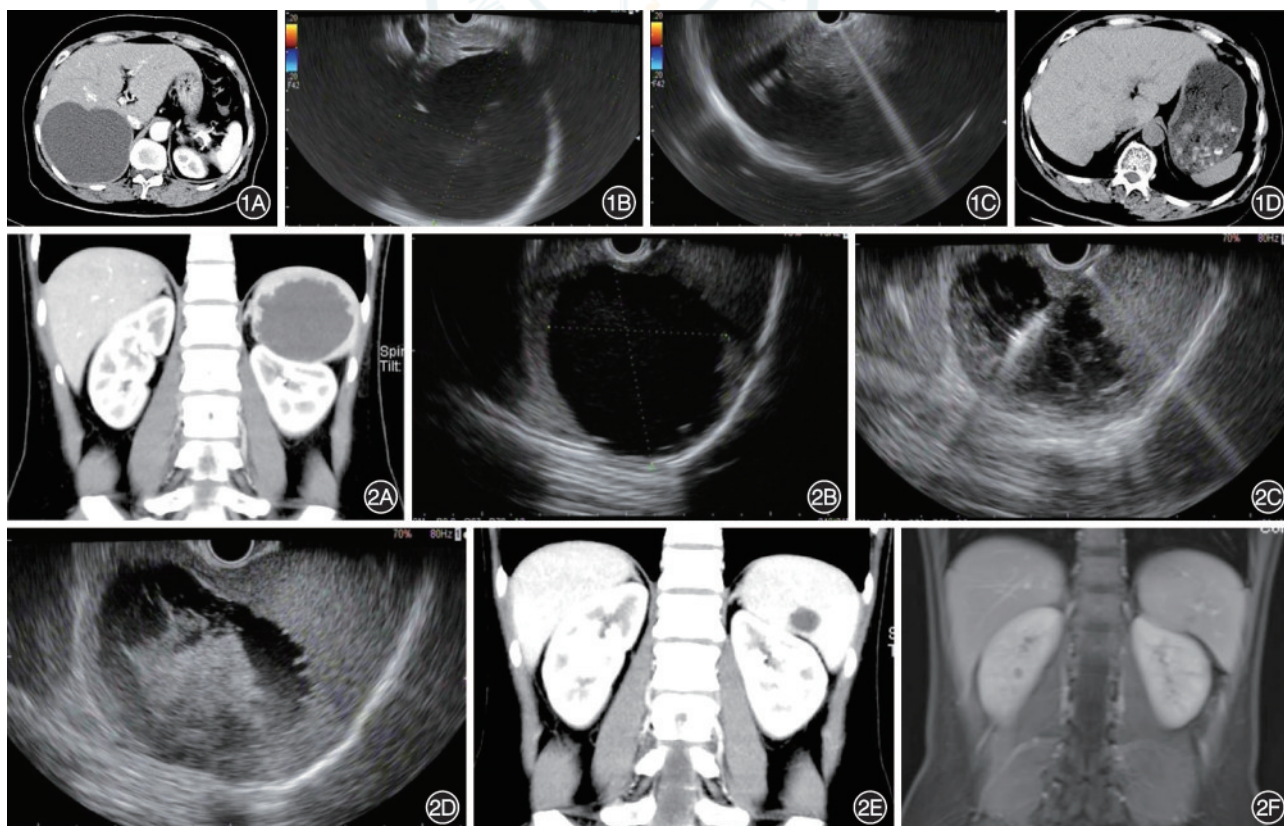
肝右叶囊肿的超声内镜引导下细针注射治疗 1A:CT示肝右叶巨大囊肿;1B:超声内镜下肝囊肿;1C:注射治疗后,囊肿明显缩小;1D:注射治疗后10个月复查CT,原肝右叶未见明显囊肿 图2 巨大脾囊肿的超声内镜引导下细针注射治疗 2A:CT提示脾巨大囊肿,大小约7.7 cm×6.3 cm;2B:超声内镜下脾囊肿;2C:超声内镜引导下细针穿刺注射聚桂醇;2D:注射治疗后,囊腔内呈云雾状,囊腔缩小;2E:注射治疗后10个月复查CT,囊肿明显缩小,直径约2.2 cm;2F:注射治疗后2年复查CT,脾囊肿消失
